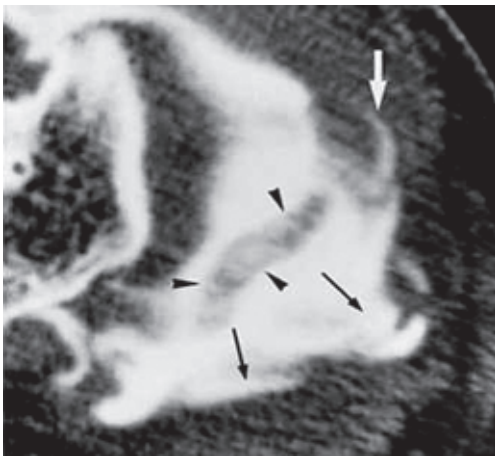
Аксиальна томограма:
